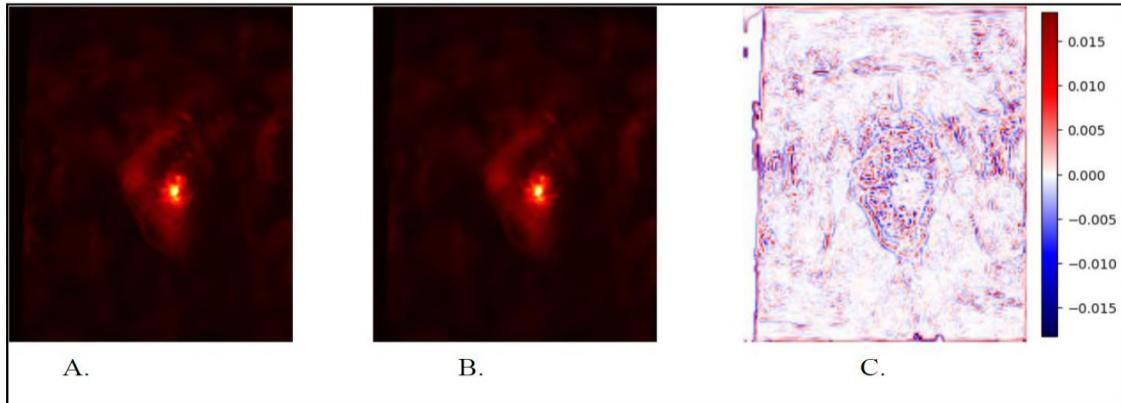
(A) Unprocessed axial PSMA-PET image; (B) Axial PSMA-PET image after denoising with ATV; (C) Residual representation of the denoising effect.
